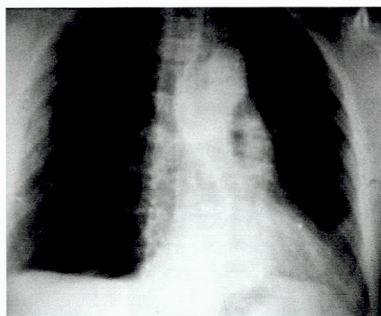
Больной П., 48 лет. Обзорная рентгенограмма грудной клетки в прямой проекции. Органы средостения смещены влево. Левое легкое уменьшено в объеме, правое легкое компенсаторно вздуто, частично вдается в левый гемиторакс
